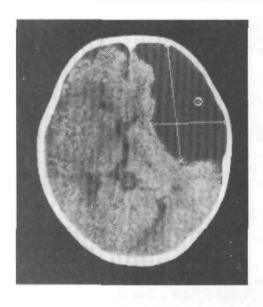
Большая субдуральная гигрома в лобно-височной области. КТ головы.
